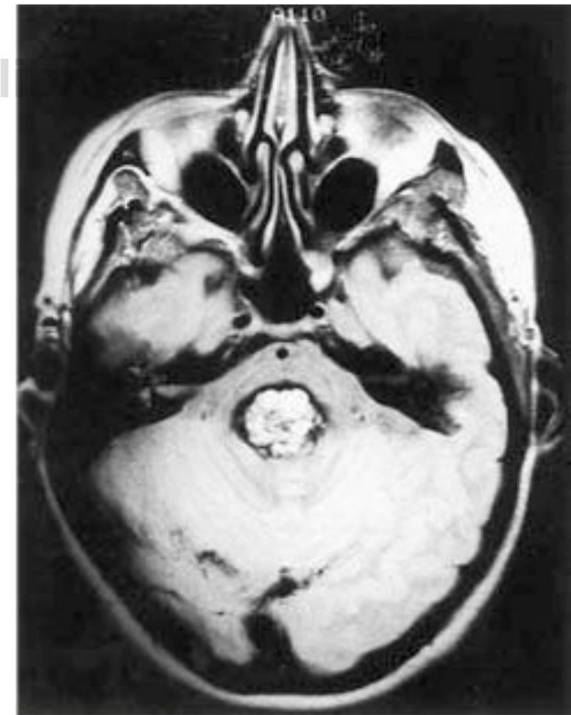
1 Resonancia magnética (densidad protónica) de un gran angioma cavernoso de la parte media de la protuberancia en una proyección axial, que muestra una zona central de señal mixta con anillo periférico de hemosiderina.
